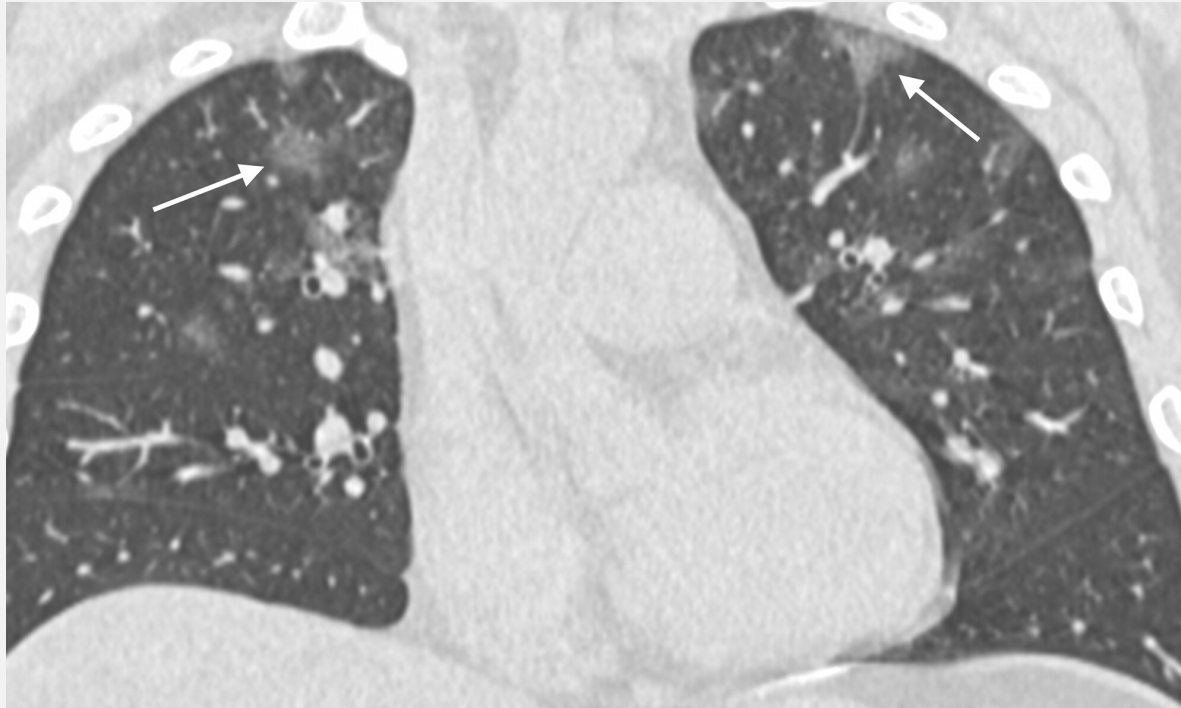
Image in a 36-year-old man with history of recent travel to Wuhan who presented with fever, fatigue, and myalgias. Coronal thin-section unenhanced CT image shows ground-glass opacities with a rounded morphology in both upper lobes (arrows).
